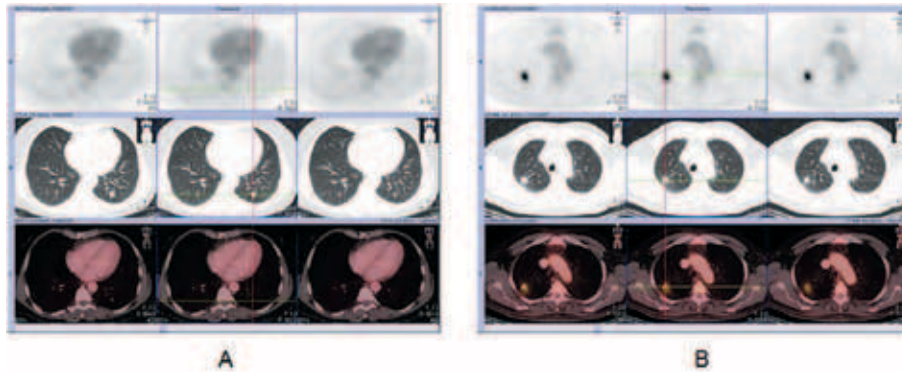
A: nódulo pulmonar detectado pela tomografia computadorizada (TC) sem captação significativa do ^{18}F -FDG (^{18}F Flúor-desoxiglicose), sugerindo lesão pulmonar benigna. B: nódulo pulmonar detectado pela TC com captação significativa do ^{18}F -FDG (^{18}F Flúor-desoxiglicose), sugerindo lesão pulmonar maligna. Em ambas as imagens: imagens de PET na linha superior, imagens de tomografia computadorizada na linha do meio e imagens de fusão do PET com a TC na linha de baixo (imagens cedidas pelos Drs. Abuhid I e Vilella JR).
